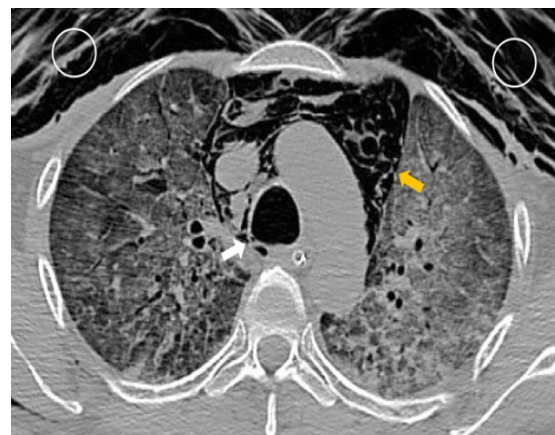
Tomografía computarizada de tórax (ventana pulmonar). Se muestra el enfisema subcutáneo (círculos blancos) y el neumomediastino masivo (flecha amarilla). La flecha blanca señala la perforación en la tráquea distal.
